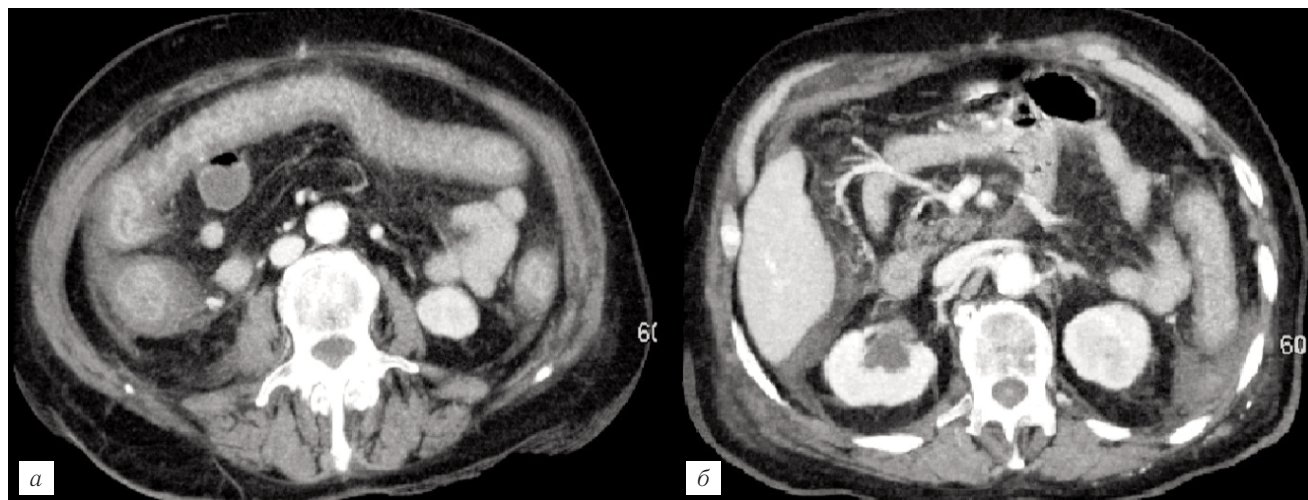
Больная В., 71 год. Неспецифический язвенный колит. На аксиальных КТ-изображениях в артериальную фазу контрастирования стенки ободочной кишки равномерно утолщены (отечны) (а), слизистая оболочка интенсивно накапливает контрастное вещество (а, б), наружные контуры кишки нечеткие (а), выпот у нижнего края печени и селезенки (б), по боковым флангам живота (а).
